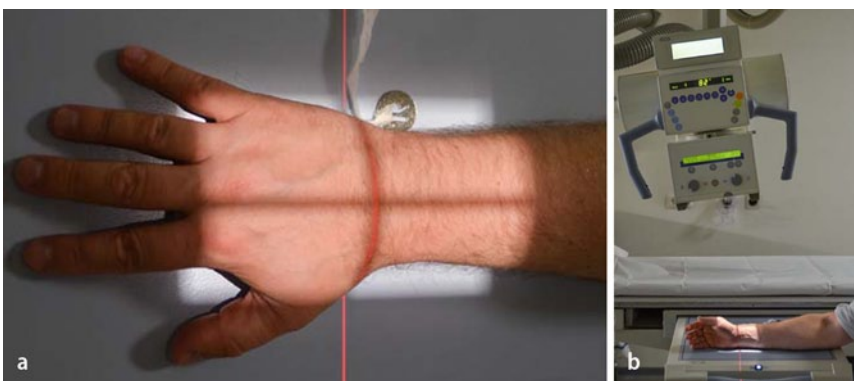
▲ Röntgenaufnahme des Handgelenks (klinisches Bild), a p.-a. Projektion, b seitlicher Strahlengang (entweder Kippen der Röntgenröhre oder Anheben des Unterarms um 10–15°, um Palmerinklination besser beurteilen zu können). (Bilder S.O. Stange/MKK)
